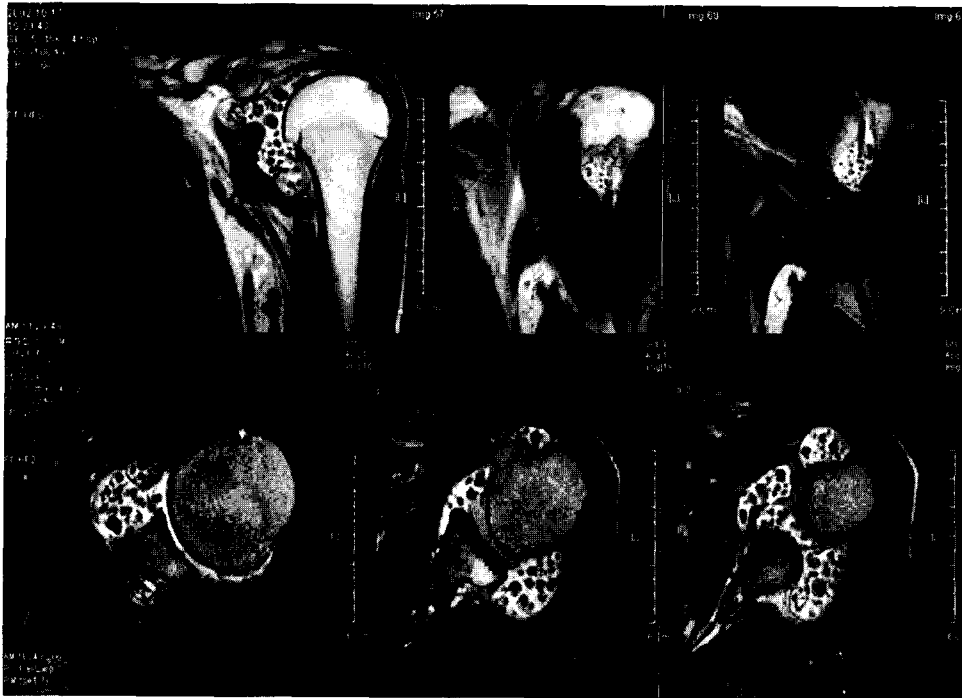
Case 2: MR image shows multiple loose bodies in the glenohumeral joint and the biceps sheath.
